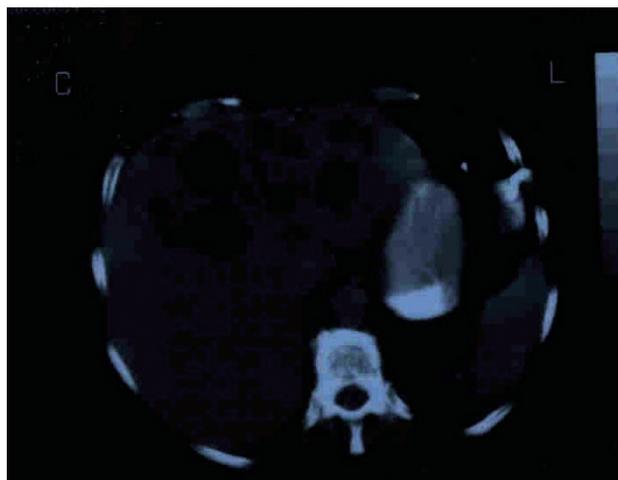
TAC abdominal (múltiplos abscessos hepáticos).
